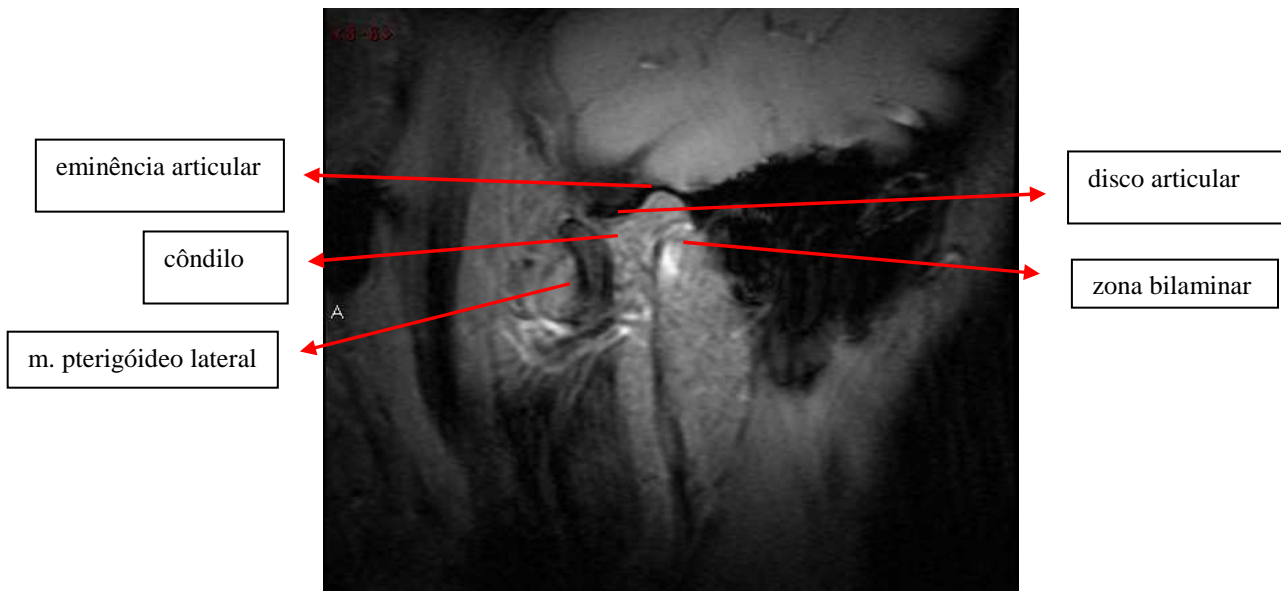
Imagem em ressonância magnética da ATM em tamanho natural, lado esquerdo. Paciente com abertura máxima.
